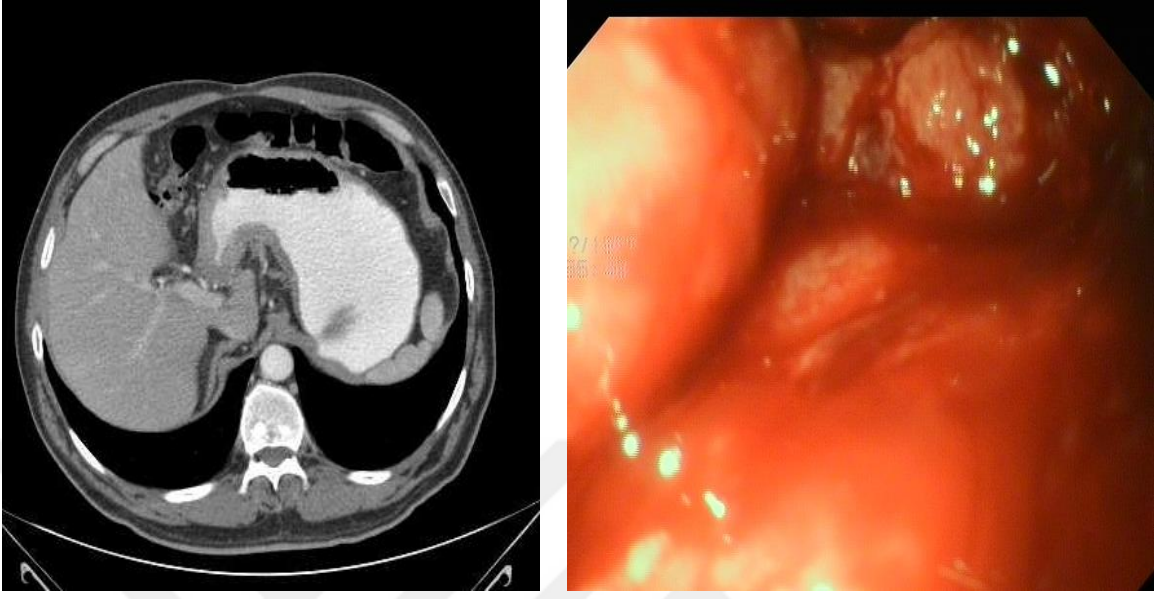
27 yaşında kadın hastanın aksiyal BT görüntüsünde, mide antropilorik bölge büyük kurvatur düzeyinde duvar kalınlaşması mevcut olup, endoskopik biyopsi sonucunda diffüz karsinom tanısı almıştır.
